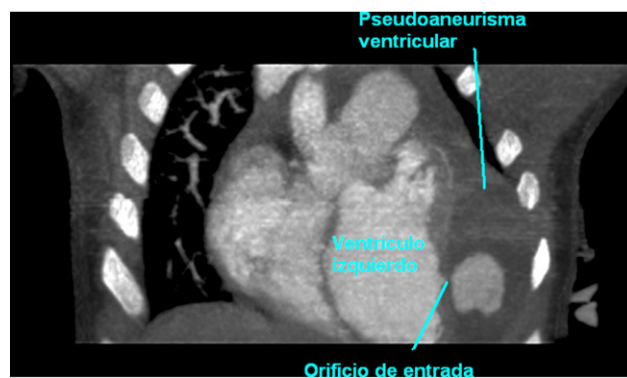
TC torácica multicorte con contraste. Proyección frontal. Muestra el pseudoaneurisma de gran tamaño en relación con el ventrículo izquierdo y resto de estructuras torácicas.
